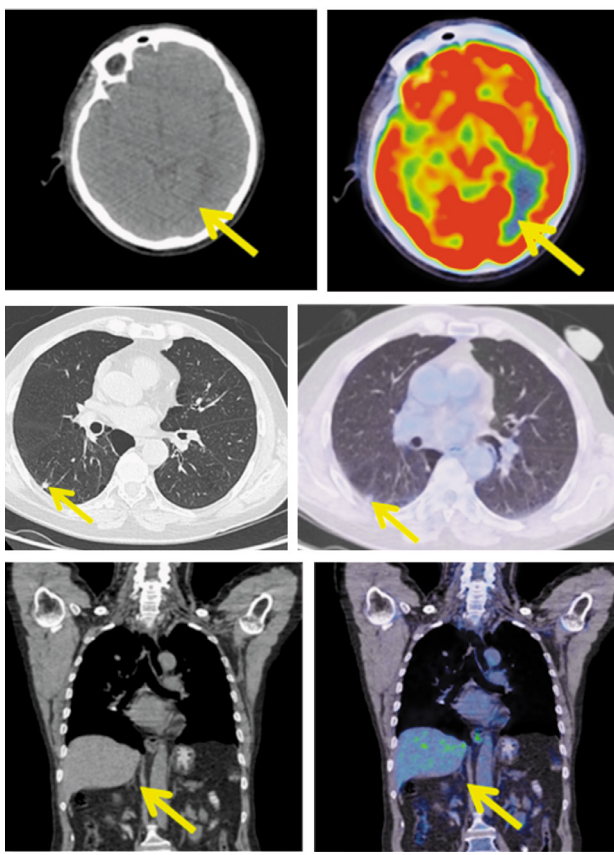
Пациент Н., 64 года. После 14 циклов терапии. На МР, аксиальной и корональной КТ и ПЭТ/КТ-проекциях в левой затылочной доле очагов фиксации РФП нет. Лимфатические узлы шеи не увеличены, метаболически не активны. В субплевральном отделе S6 правого легкого сохраняется образование размером до 9 мм, без метаболической активности ФДГ. В задневерхнем средостении паратрахеально справа уплотнение клетчатки без четких контуров, размером 16×13×10 мм без метаболической активности. ФДГ, медиастинальные лимфоузлы не увеличены. Образование в правом надпочечнике регрессировало.
